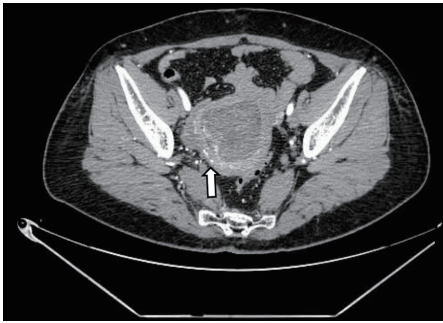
盆腔CT平扫+增强示子宫腔内见大片状稍低密度影,可见轻度混杂强化(箭头示)
